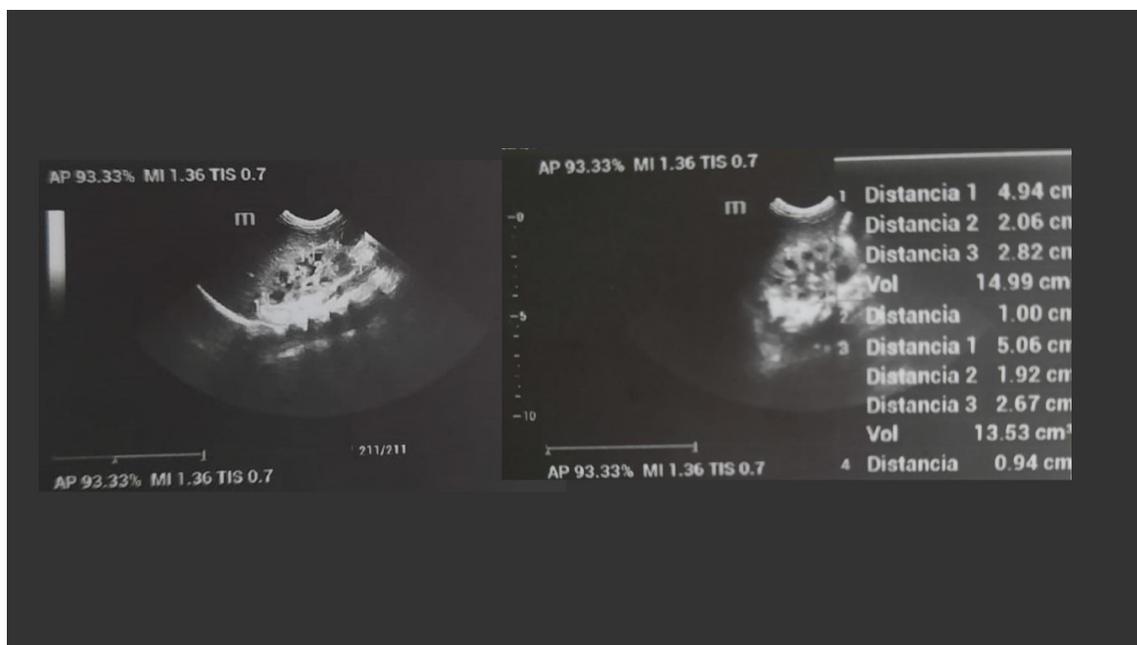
Ecografía renal y de vías urinarias donde se observa prominencia de los cálices sin dilatación del sistema excretor
